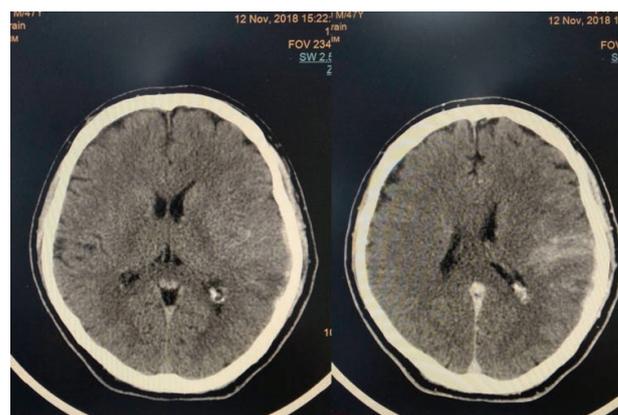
МСКТ головного мозга пациента Ю. с внутривенным контрастированием 12.11.18 г, справа – введено контрастное вещество.
